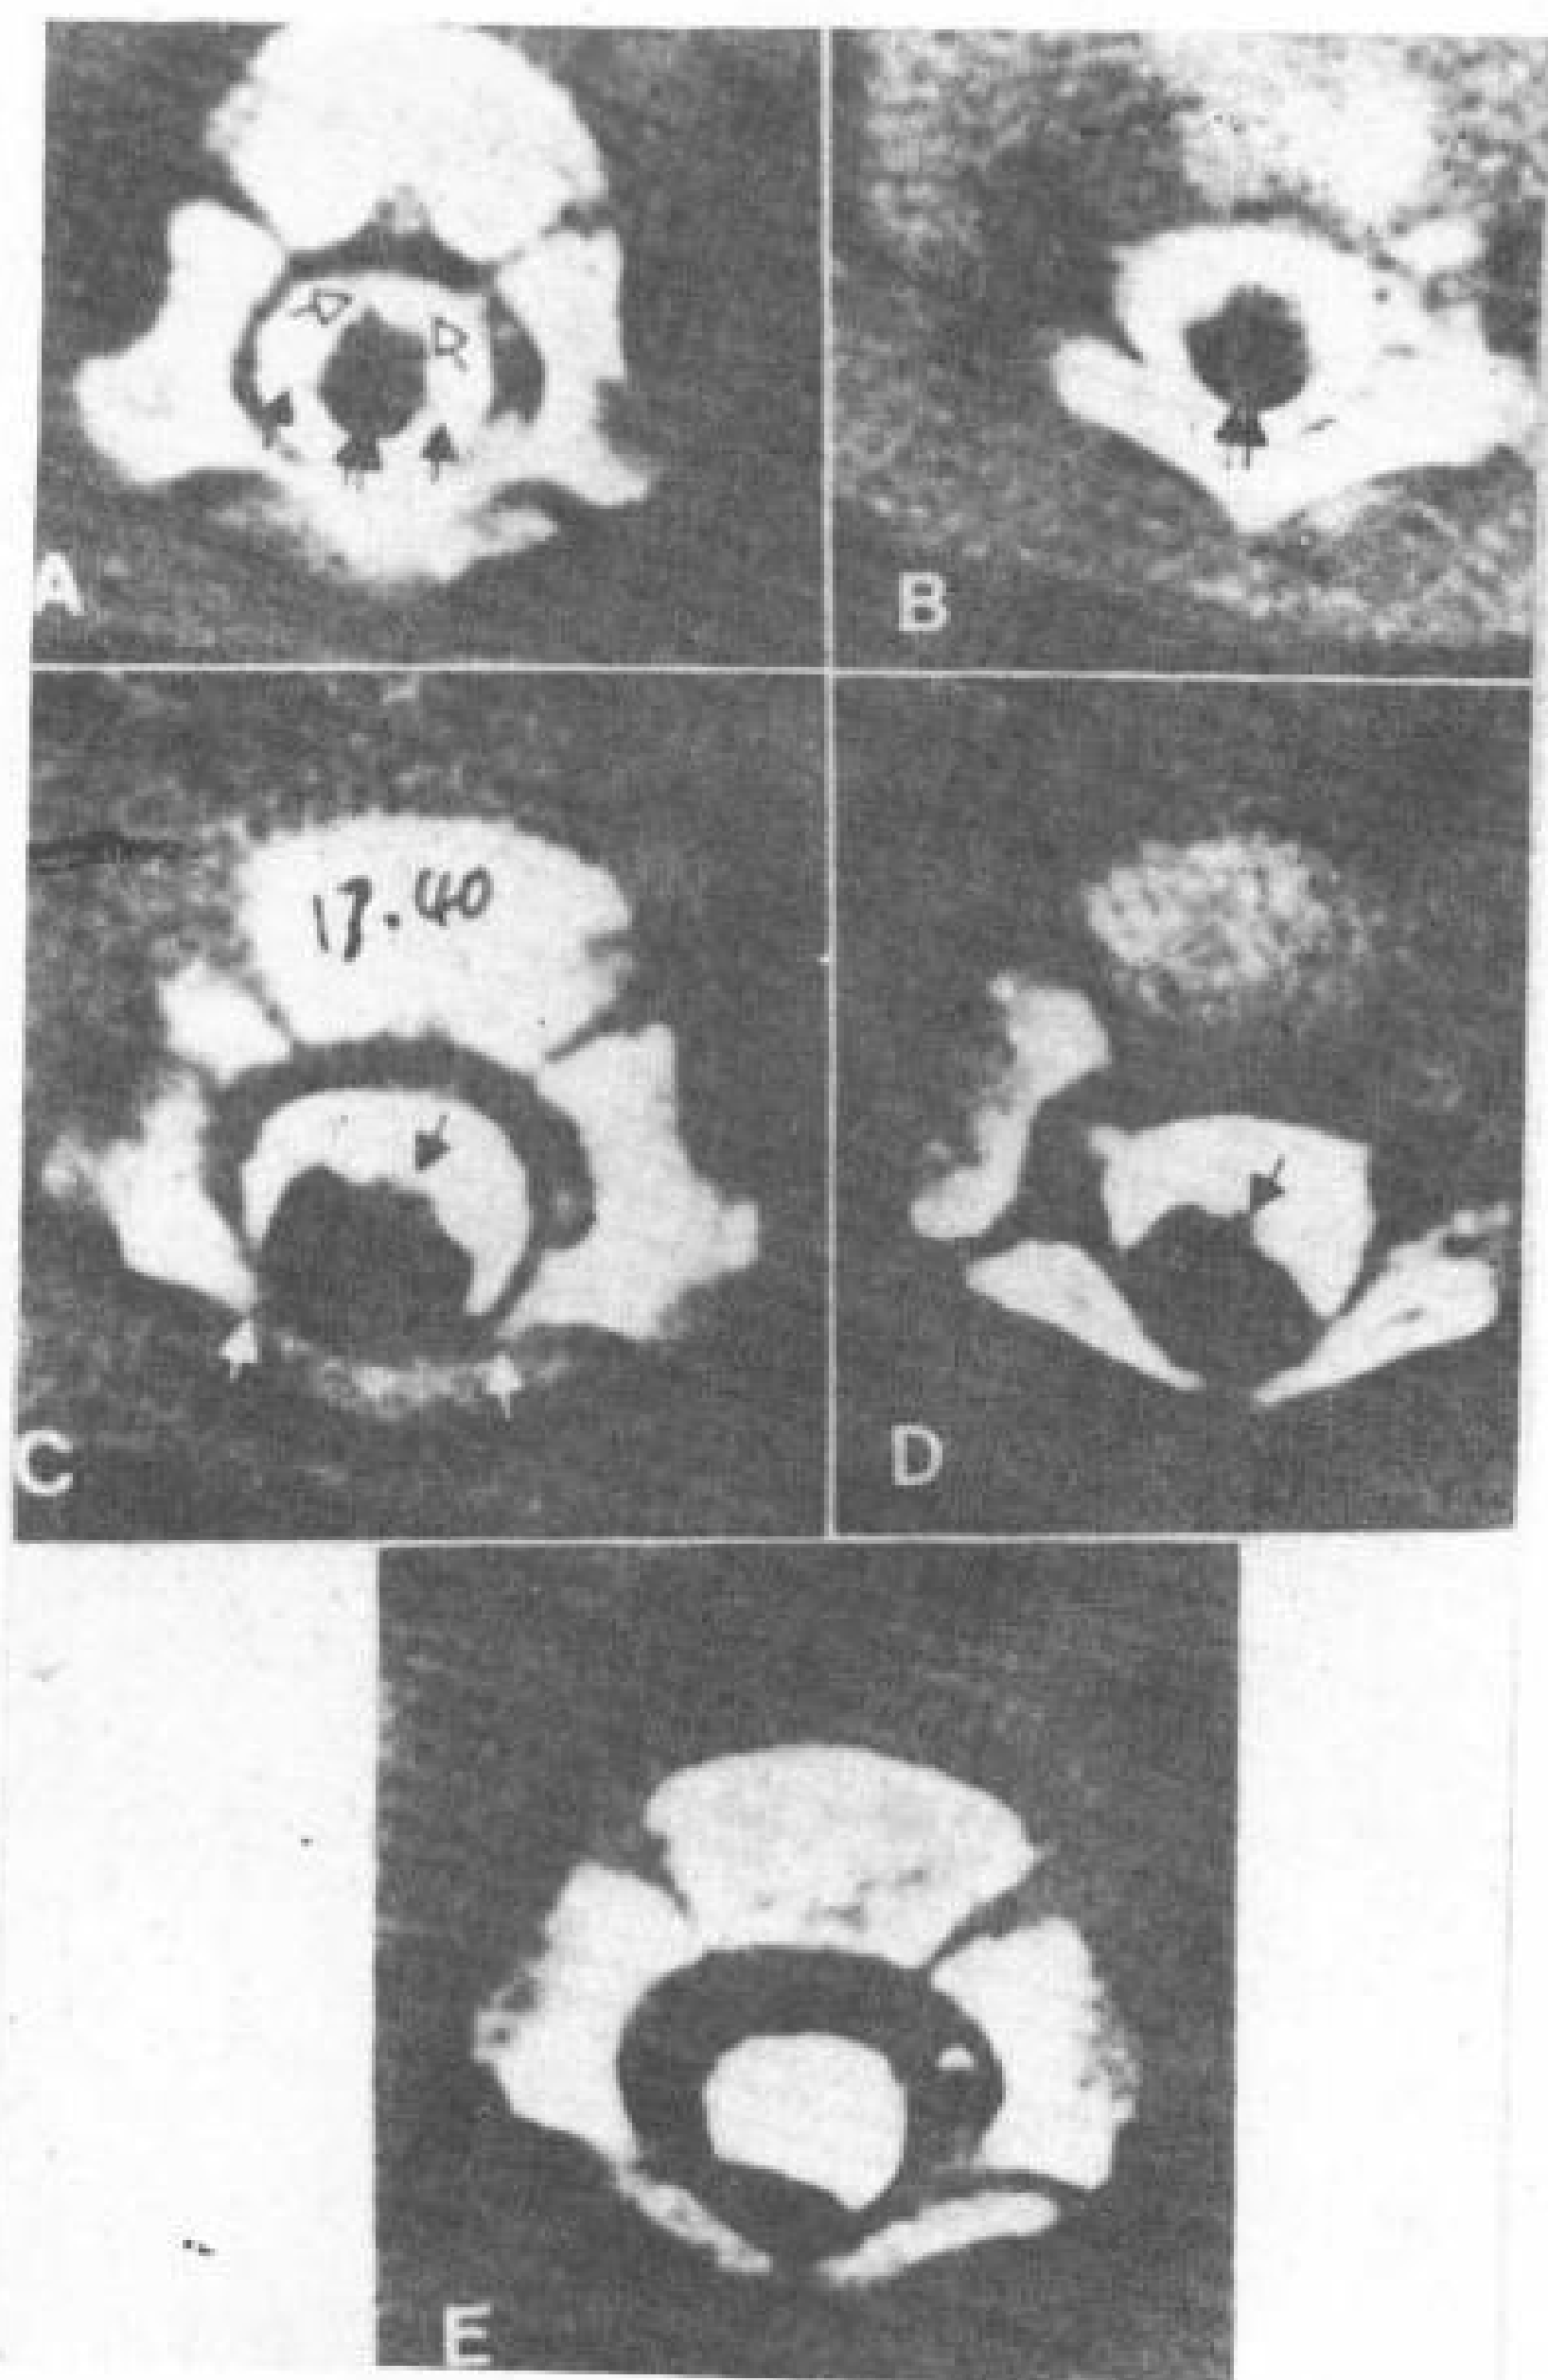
腰部脂肪瘤。显示脂肪瘤、基板、神经根和蛛网膜下腔的关系。1岁女孩。CT脊髓造影。
